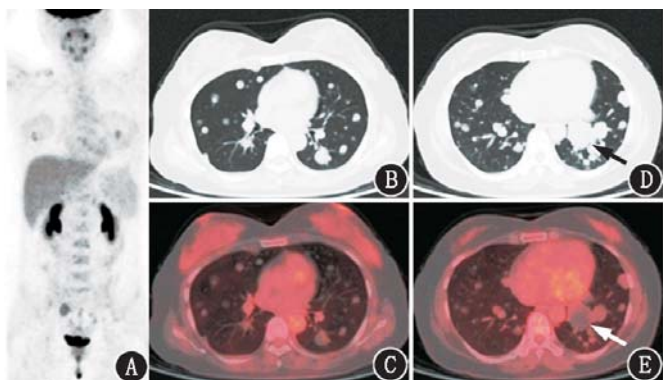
肺良性转移性平滑肌瘤患者(女,41岁)<sup>18</sup>F-脱氧葡萄糖(FDG)PET/CT显像图。A. PET最大密度投影图可见右侧锁骨局部代谢增高,右侧卵巢生理性摄取,双肺及其余部位未见明显代谢异常;B~E.横断层PET/CT图像及同机CT图像可见双肺多发实性结节,随机分布,边缘光滑,密度均匀,较大者位于左肺下叶(D,E,箭头示),部分结节有轻度代谢活性,但均低于纵隔血池
